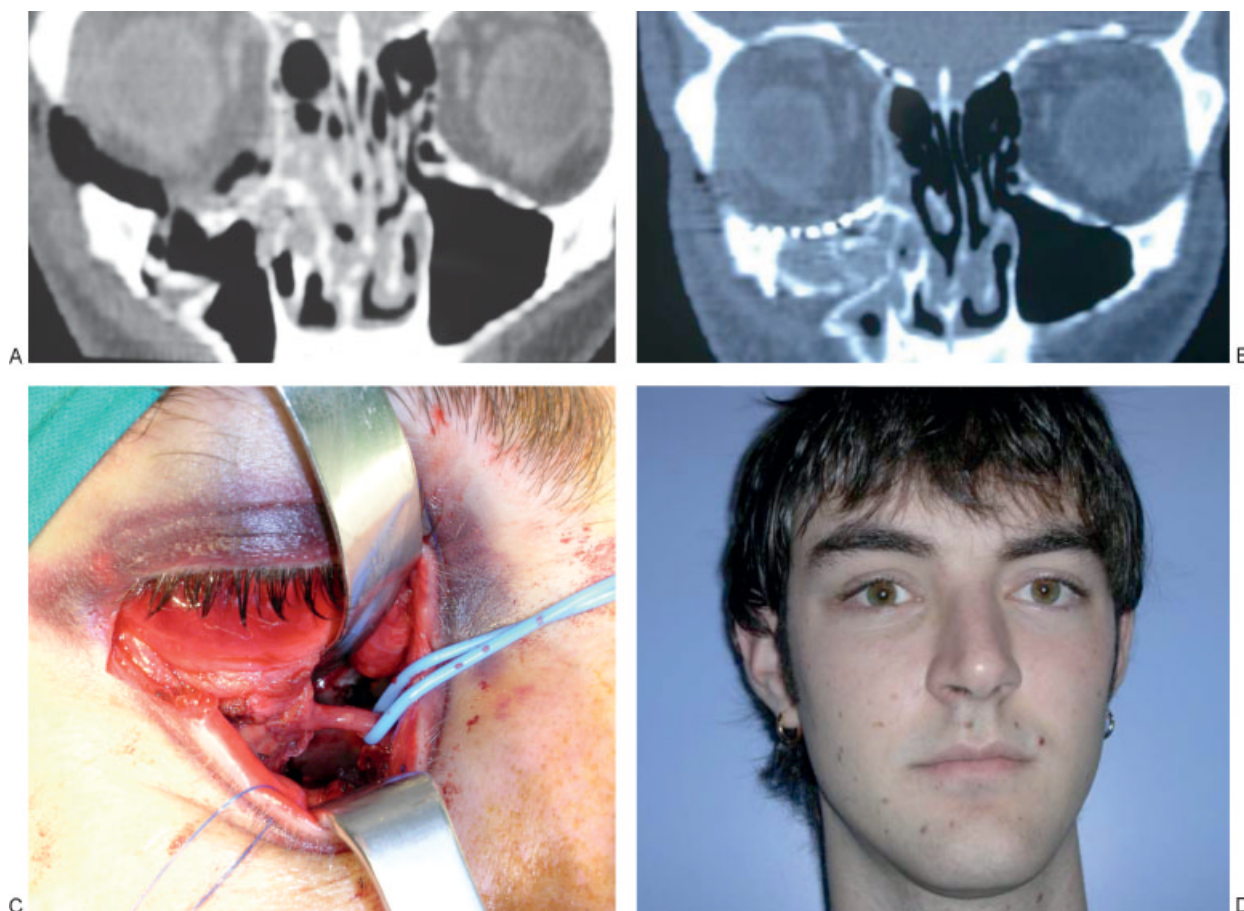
Case 2. (A) Preoperative CT scan of a 21-year-old man with fracture of the medial wall and floor of the orbit. (B) Postoperative CT scan showing the reconstruction of the floor of the orbit with titanium mesh and the medial wall with PDS sheets. (C) Retroseptal inferior fornix and transcaruncular dissection without detachment of the inferior oblique muscle. (D) Six-month postoperative view of the patient.
